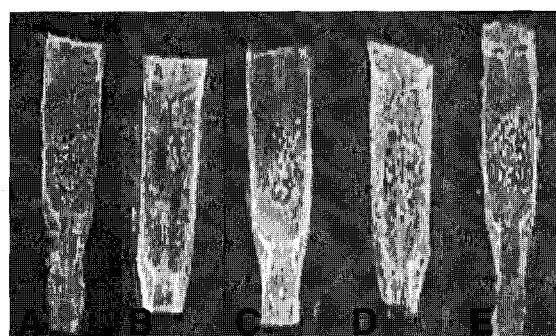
Planimetric radiography of calvarial bone defects. Overall calvarial defect are evenly filled with radioopacity in the control (A) and the Group V (E). But focal radiolucent areas are observed at the peripheral portion of the defect in the Groups II (B), III (C), and IV (D).
